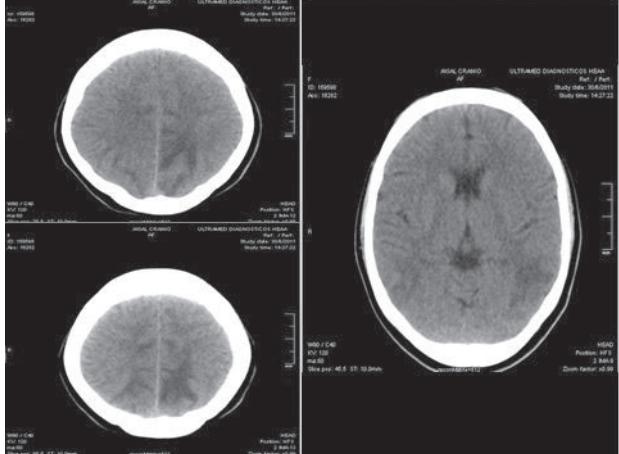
TC - caso 2: Áreas de hipodensidade no parênquima dos lobos parietais e occipitais, mal definidos, algo simétricas, devendo estar relacionado à encefalopatia hipertensiva. Fundo de olho: retinopatia hipertensiva grau II. Baixa visão central (SNC).
